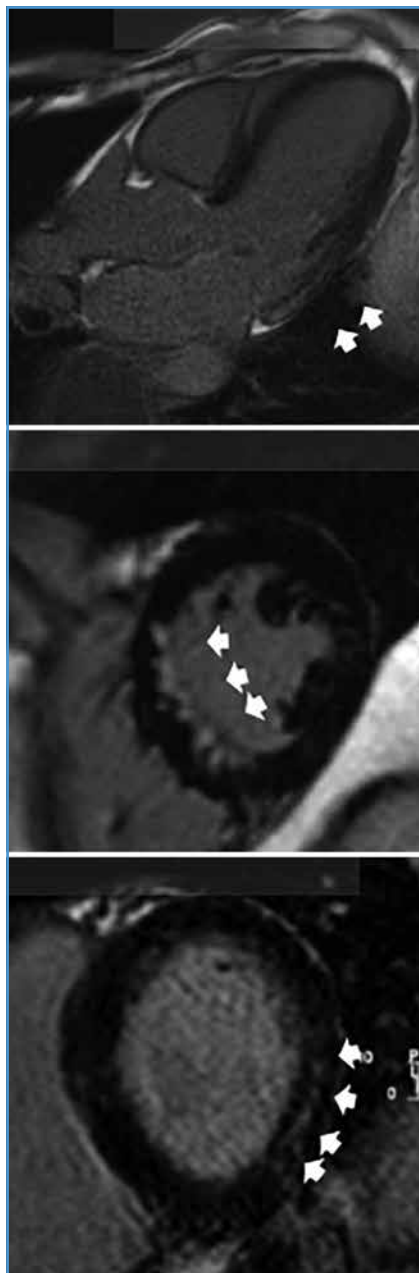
Divers aspects de rehaussement tardif en IRM chez 3 athlètes masculins : rehaussement sous-épicaire (myocardite, en haut), sous-endo-cardique septal (infarctus, au milieu) et intramyocardique (non spécifique, en bas).
